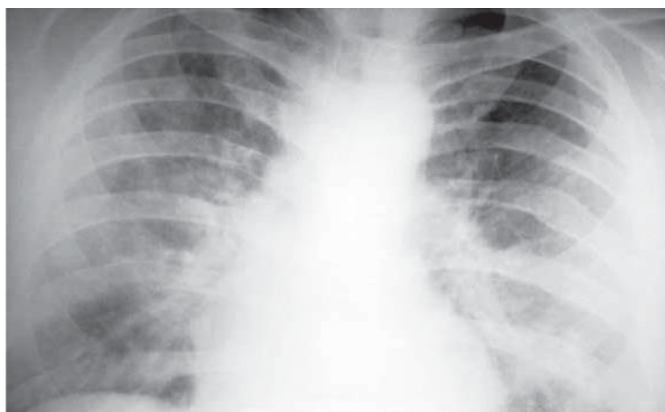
Рентгенограмма больного С. до начала лечения.
